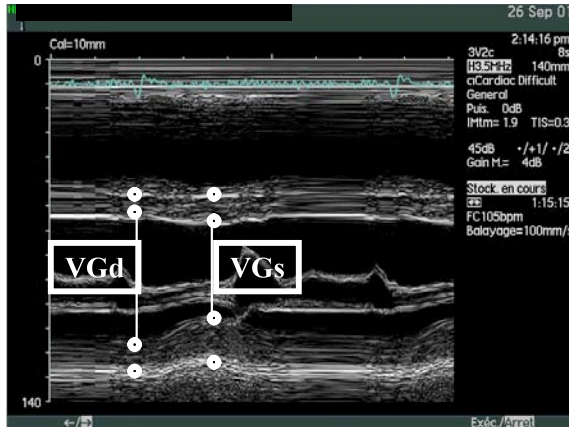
Echo TM : incidence parasternale grand axe
